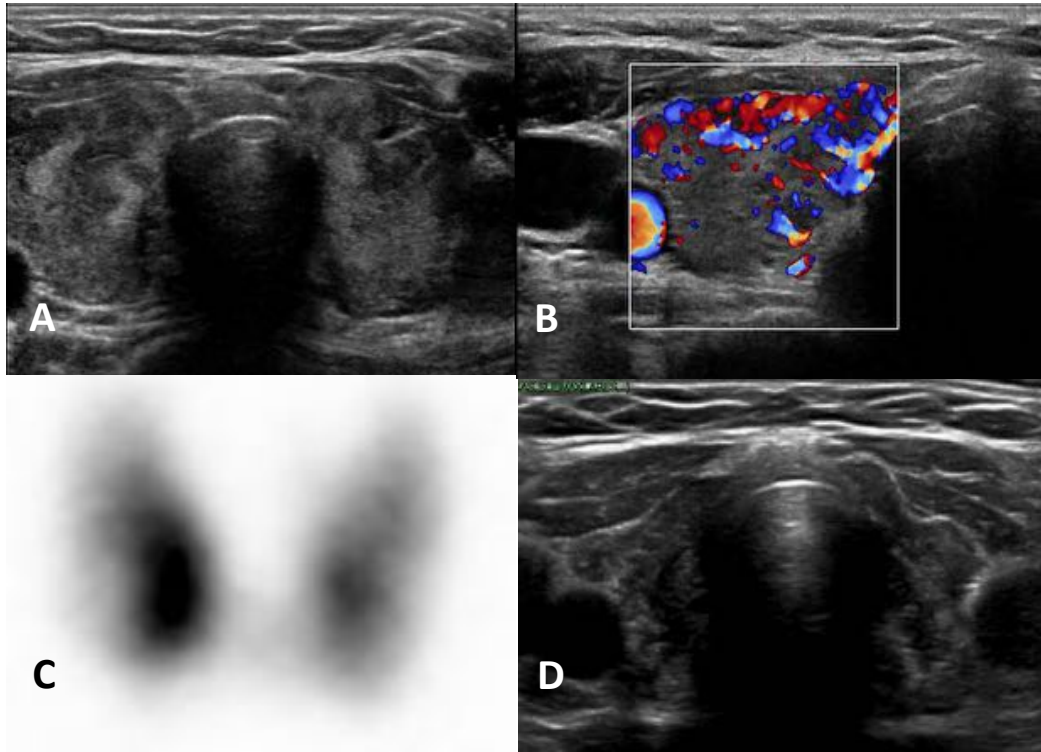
Glándula tiroidea aumentada de tamaño, heterogénea y con flujo aumentado en doppler color (A y B). Confirmación con analítica y estudio de medicina nuclear de enfermedad de Graves (C). Tras tratamiento con radioyodo se produjo una progresiva disminución global del tamaño del tiroides con moderado hipotiroidismo clínico (D).
